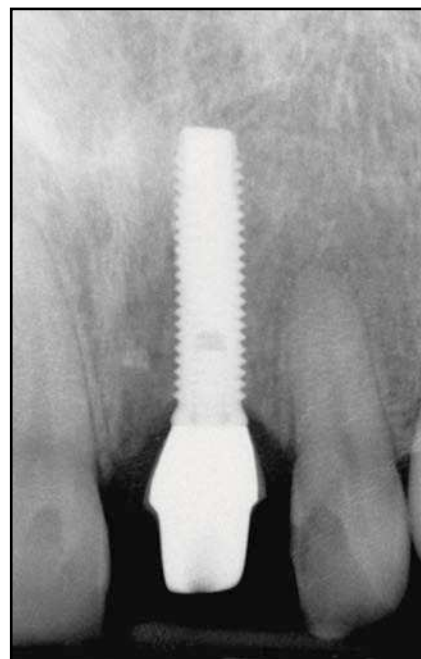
(derecha) Radiografía periapical del pilar de cicatrización de zirconio y del implante.
